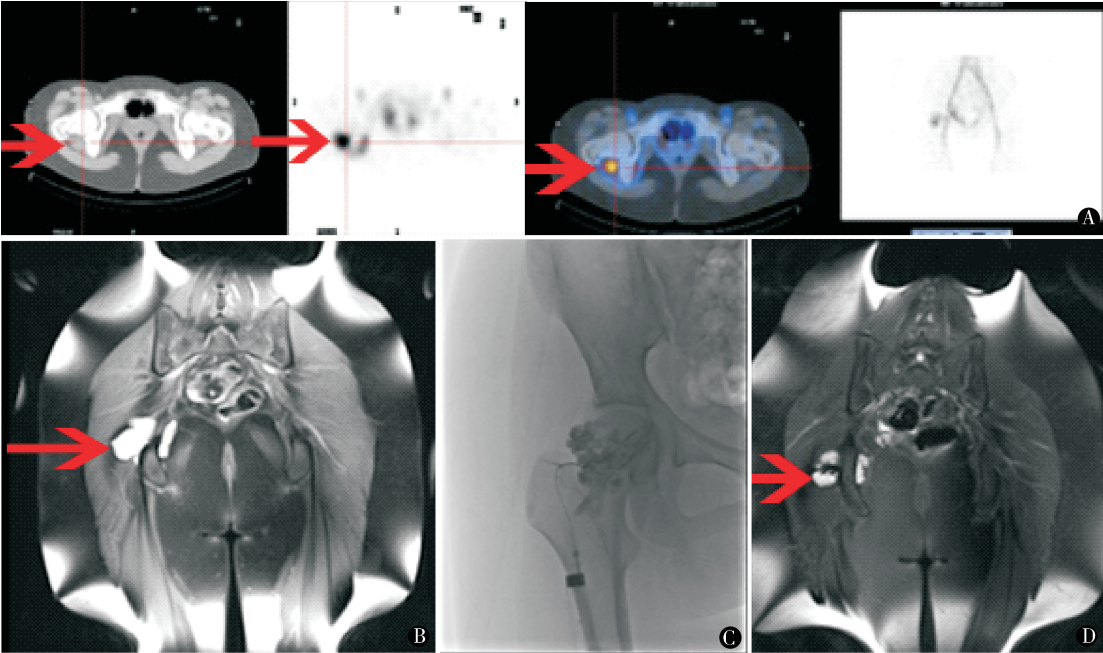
15 岁女性,右臀部活动后酸胀感 1 月余,诊断右臀部先天性血管畸形 (VM) A. 全身血池显像:右臀部放射性浓聚,考虑先天性血管畸形;B. MRI:右臀部先天性血管畸形,侵及肌肉,与右侧坐骨神经邻近;C. 透视下右臀部畸形血管硬化剂注射:先注射 Onyx 1.5 ml,后注射聚桂醇原液 1.0 ml;D. 半年后复查,症状缓解,未出现坐骨神经损伤表现,MRI 示右臀部先天性血管畸形较前明显缩小
